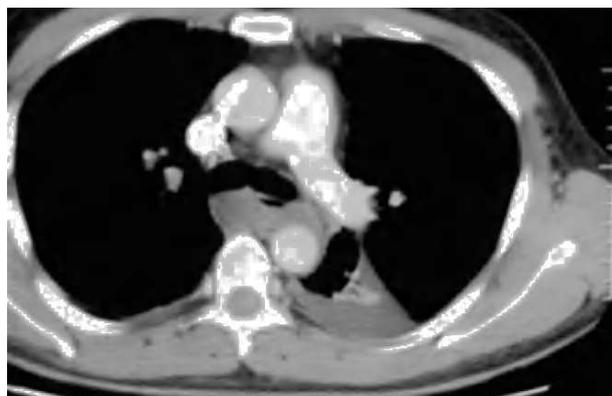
Tomografía computarizada de tórax donde se observa la colección purulenta paraesofágica y subcarinal.
